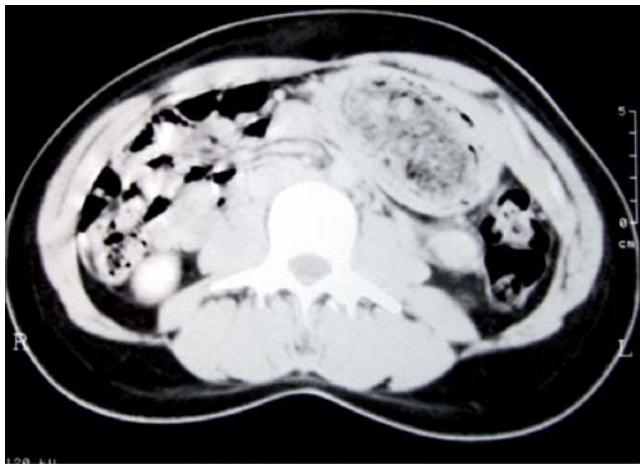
TAC abdominal. Estómago ocupado por cuerpo extraño en su totalidad.
